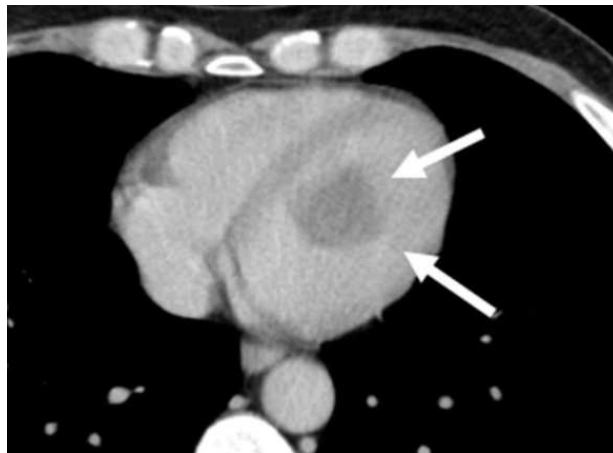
immagine TC di un liposarcoma mixoide, immagine da letteratura medica
